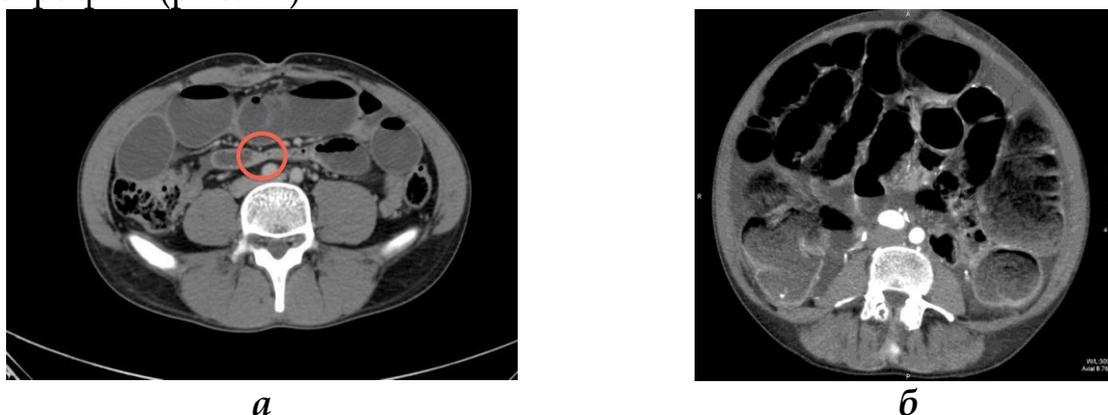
Компьютерная томография. а - Обтурация тонкой кишки при ее контрастировании; б - Пневматизация кишечника при острой кишечной непроходимости
